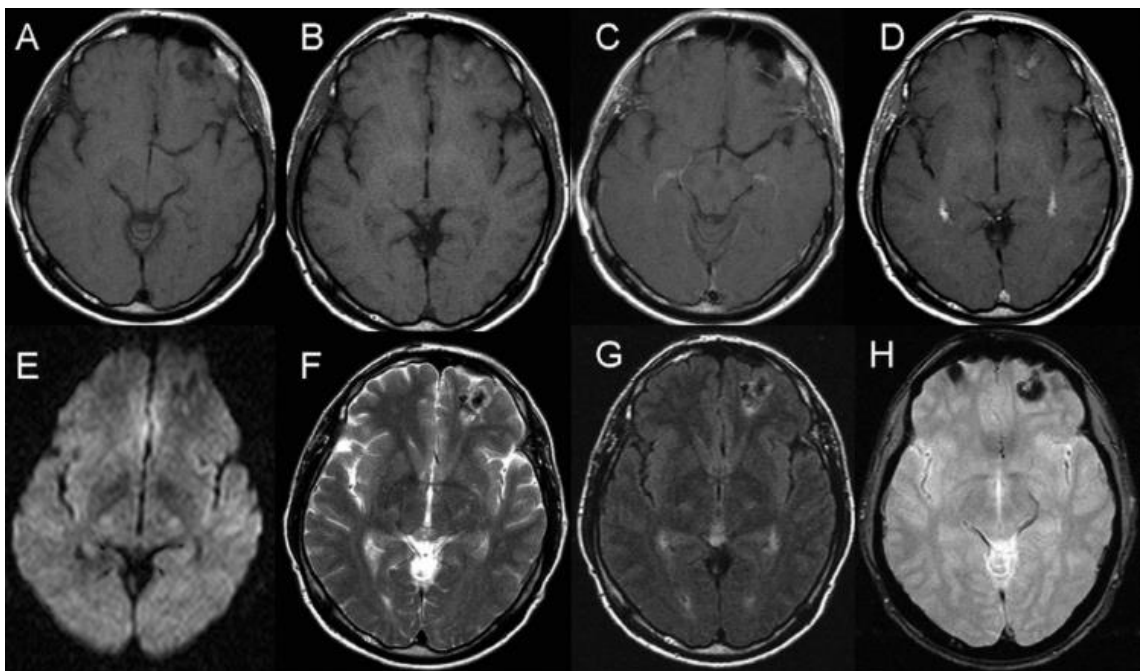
Resonancias magnéticas del caso 4(17). Las imágenes A y B son cortes axiales en T1, se ve como la lesión se manifiesta de forma heterogénea a distintos niveles (hipointenso en A, e hiperintensa en B). Las imágenes C y D nos demuestran que el tumor no capta contraste. La imagen E, con restricción de la difusión, hipointensa, así como la F (T2). Con FLAIR (G) se ve como hay un cierto aumento de la señal en los bordes. Finalmente, como se comenta antes, usando la técnica de Eco-gradiente (H), vemos cierta señal, sugerente de hemorragia y/o calcificación.
